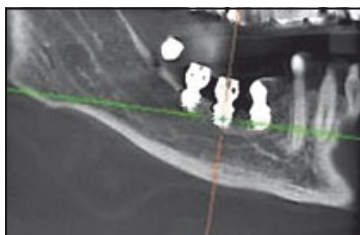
(a und b) Postoperatives CT der Implantatposition.
